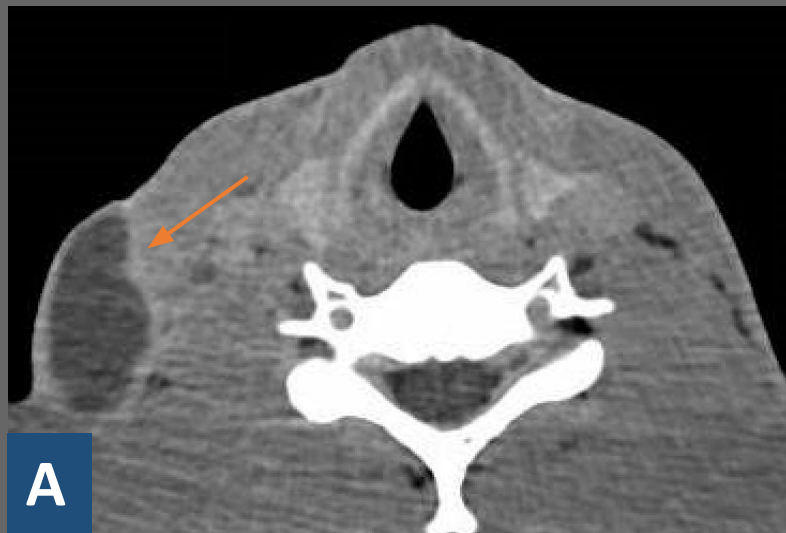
Las imágenes muestran cortes axiales (A) y coronales (B) de TC de cuello con contraste IV de una paciente con cuadro clínico compatible con infección tuberculosa pulmonar.
